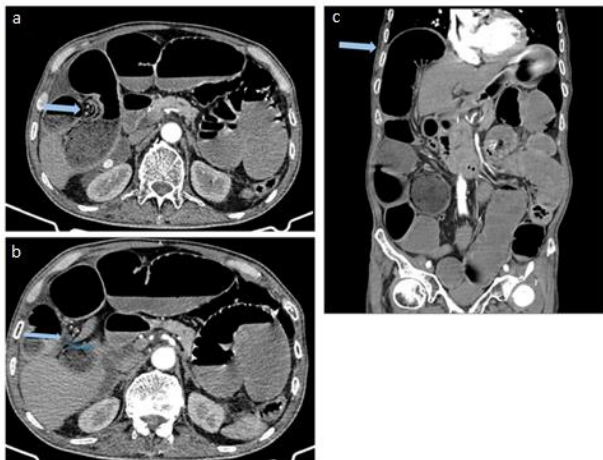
Tomografía de abdomen: a) flecha azul: imagen de medio remolino; b) flecha azul: ganglio 0,79 mm; c) flecha azul: signo de Chilaiditi.
